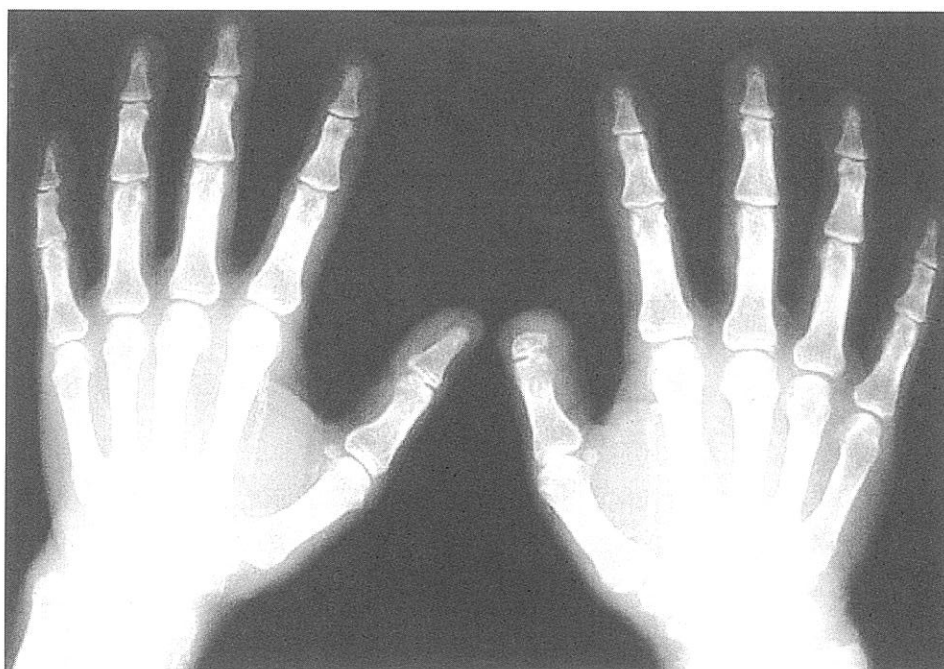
手指のX線。特に石灰化、変形、骨膜下吸収像などは認めない。一部に動脈壁の石灰化をみる。
